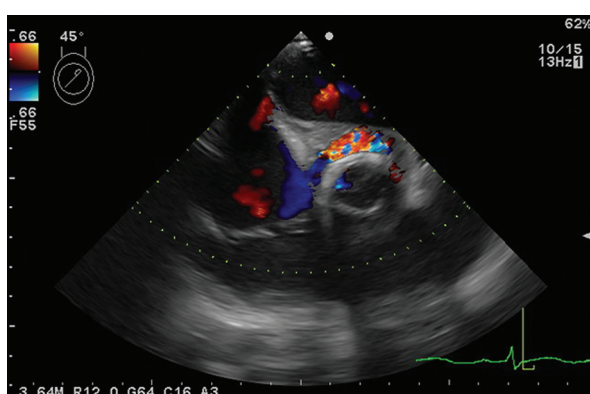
Transoesophageal paravalvular aortic leak
